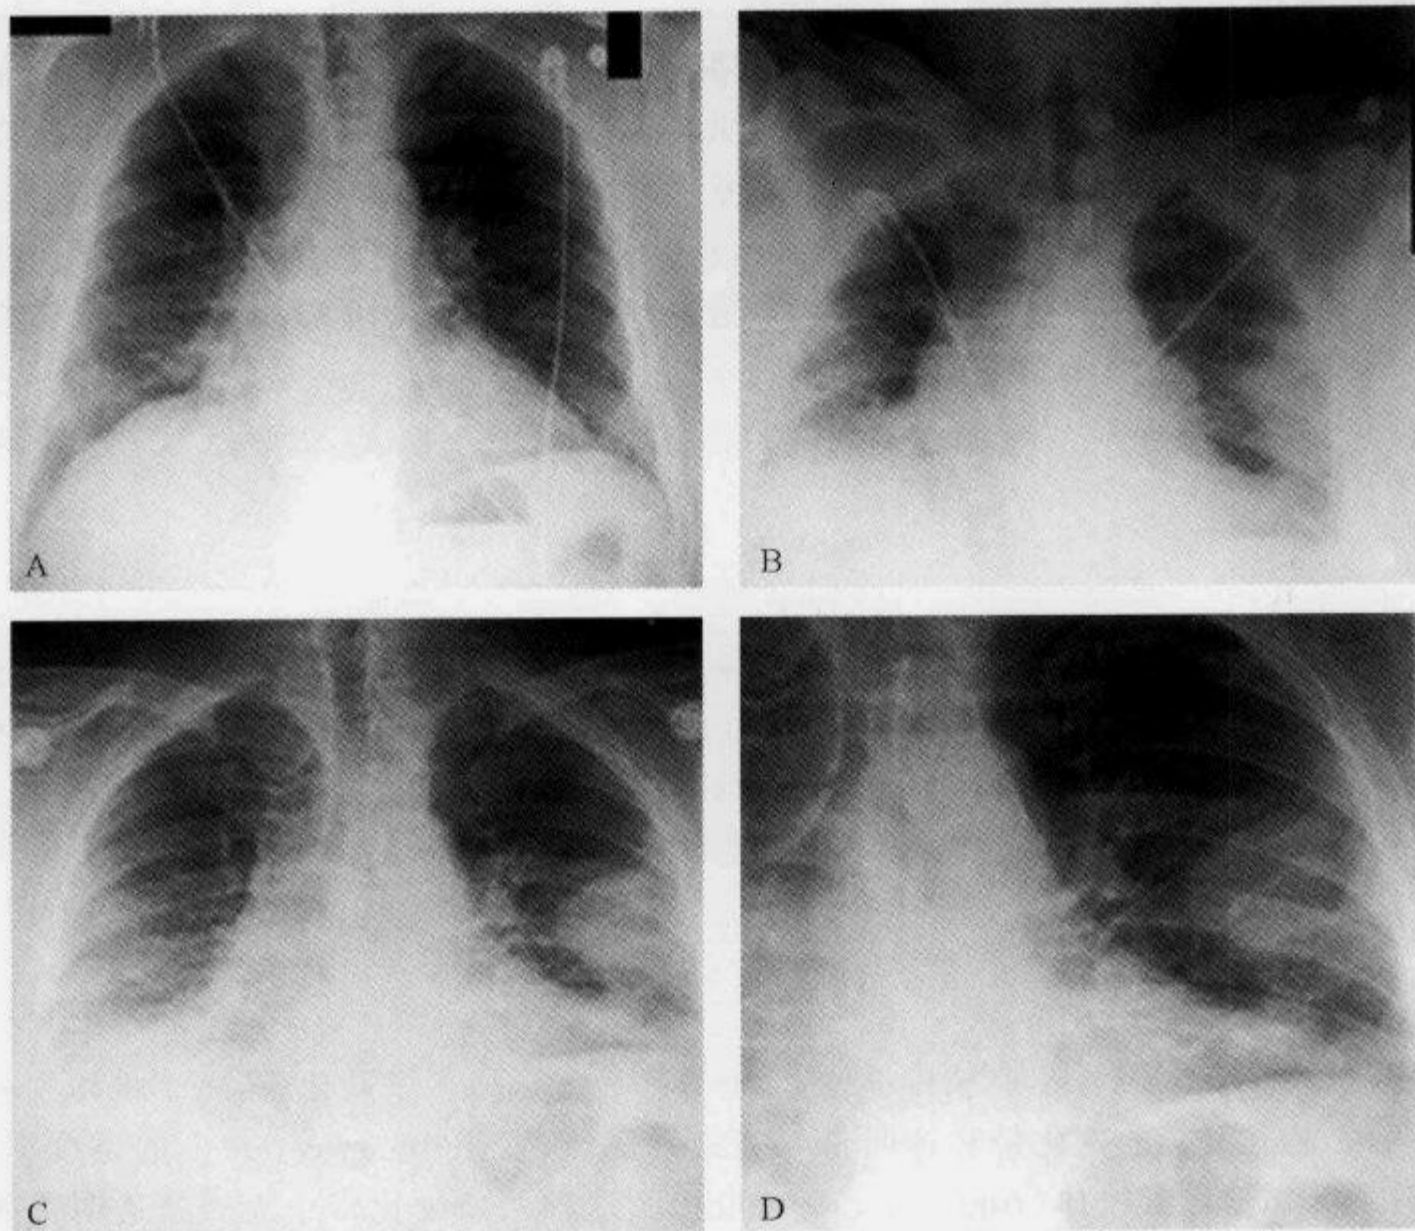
胸部 X 线平片示“汉普顿驼峰征”
